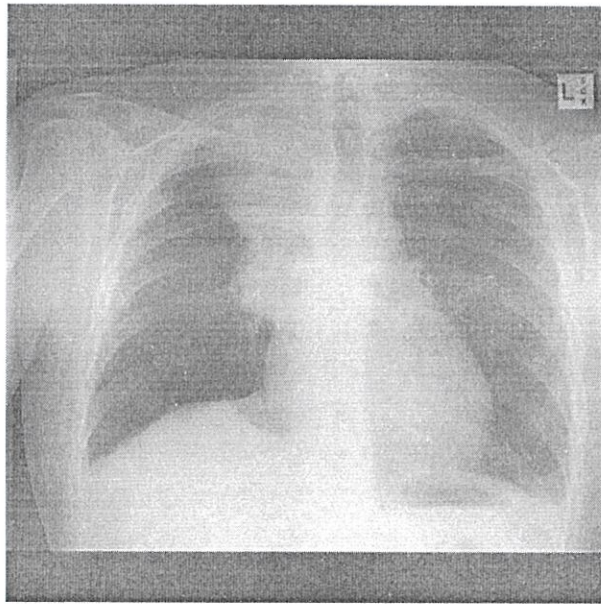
На рентгенограмме представлен юкстадиафрагмальный пик правого купола диафрагмы. [Источник: Case courtesy of Dr Natalie Yang, Radiopaedia.org, rID: 8602].
